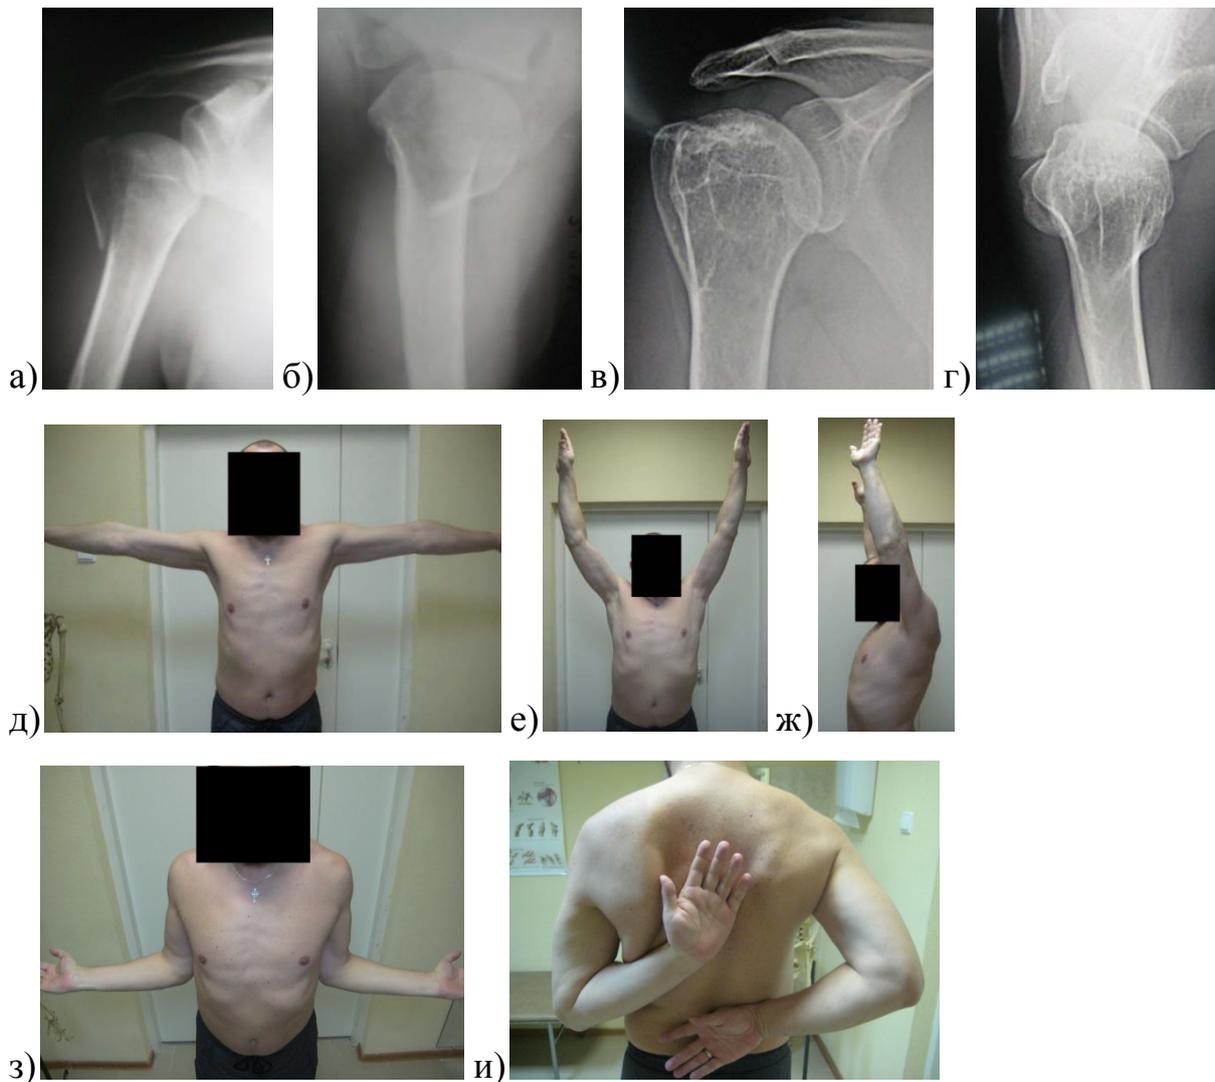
Клинико-рентгенологический результат лечения пациента Ш., 50 лет с трехфрагментарным переломом ПОПК: а, б – рентгенограммы правого плечевого сустава до операции; в, г – рентгенограммы правого плечевого сустава через 6 месяцев после травмы; д, е, ж, з – функция правой верхней конечности через 6 месяцев после травмы (в алфавитном порядке: отведение до элевации лопатки; сгибание; наружная и внутренняя ротации).
